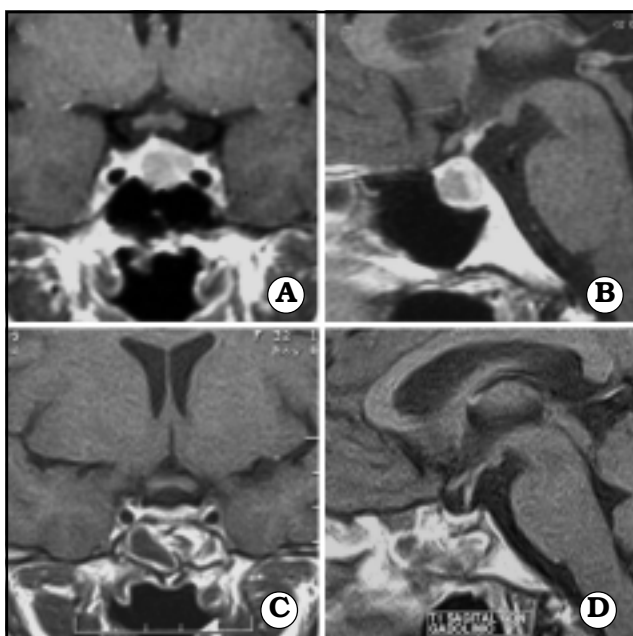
Caso 2. Paciente con diagnóstico de enfermedad de Cushing. A y B, IRM preoperatoria. C y D, IRM postoperatoria. Se realizó un abordaje endonasal transesfenoidal.
